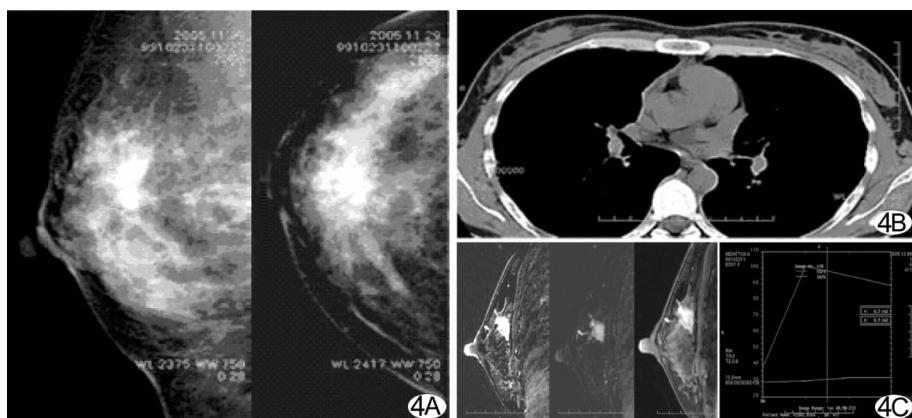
右乳腺癌的影像学表现 A、B. 分别为乳腺 X 线片及 CT 平扫, 右乳上象限密度增高, 未显示明显肿块; C. 乳腺 MR 动态增强及时信号强度曲线, 不规则带毛刺的强化肿块, 增强曲线呈“流出”型
